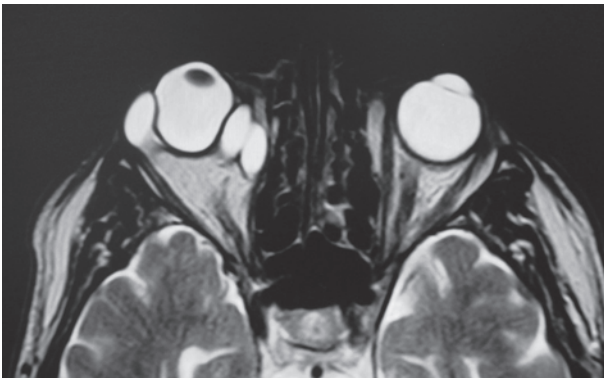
Cerclage avec éponge MIRAgel® très saillante sous la conjonctive. a. 12 ans après la chirurgie initiale. b. IRM montrant l'éponge volumineuse dans l'orbite, comprimant et déformant le globe.
